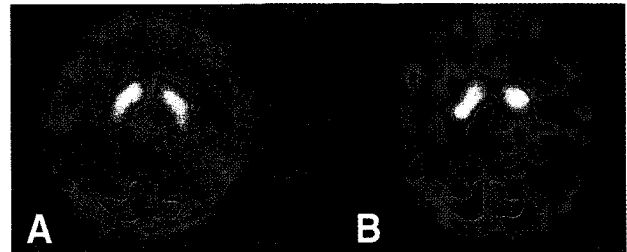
ROIs for specific (basal ganglia) and non specific uptake (occipital cortex) were drawn on transaxial image of I-123 IPT brain SPECT in normal volunteer (A) and methamphetamine abuser (B). Methamphetamine abuser showed uneven decreased tracer uptake in both basal ganglia, especially in caudal portion.
